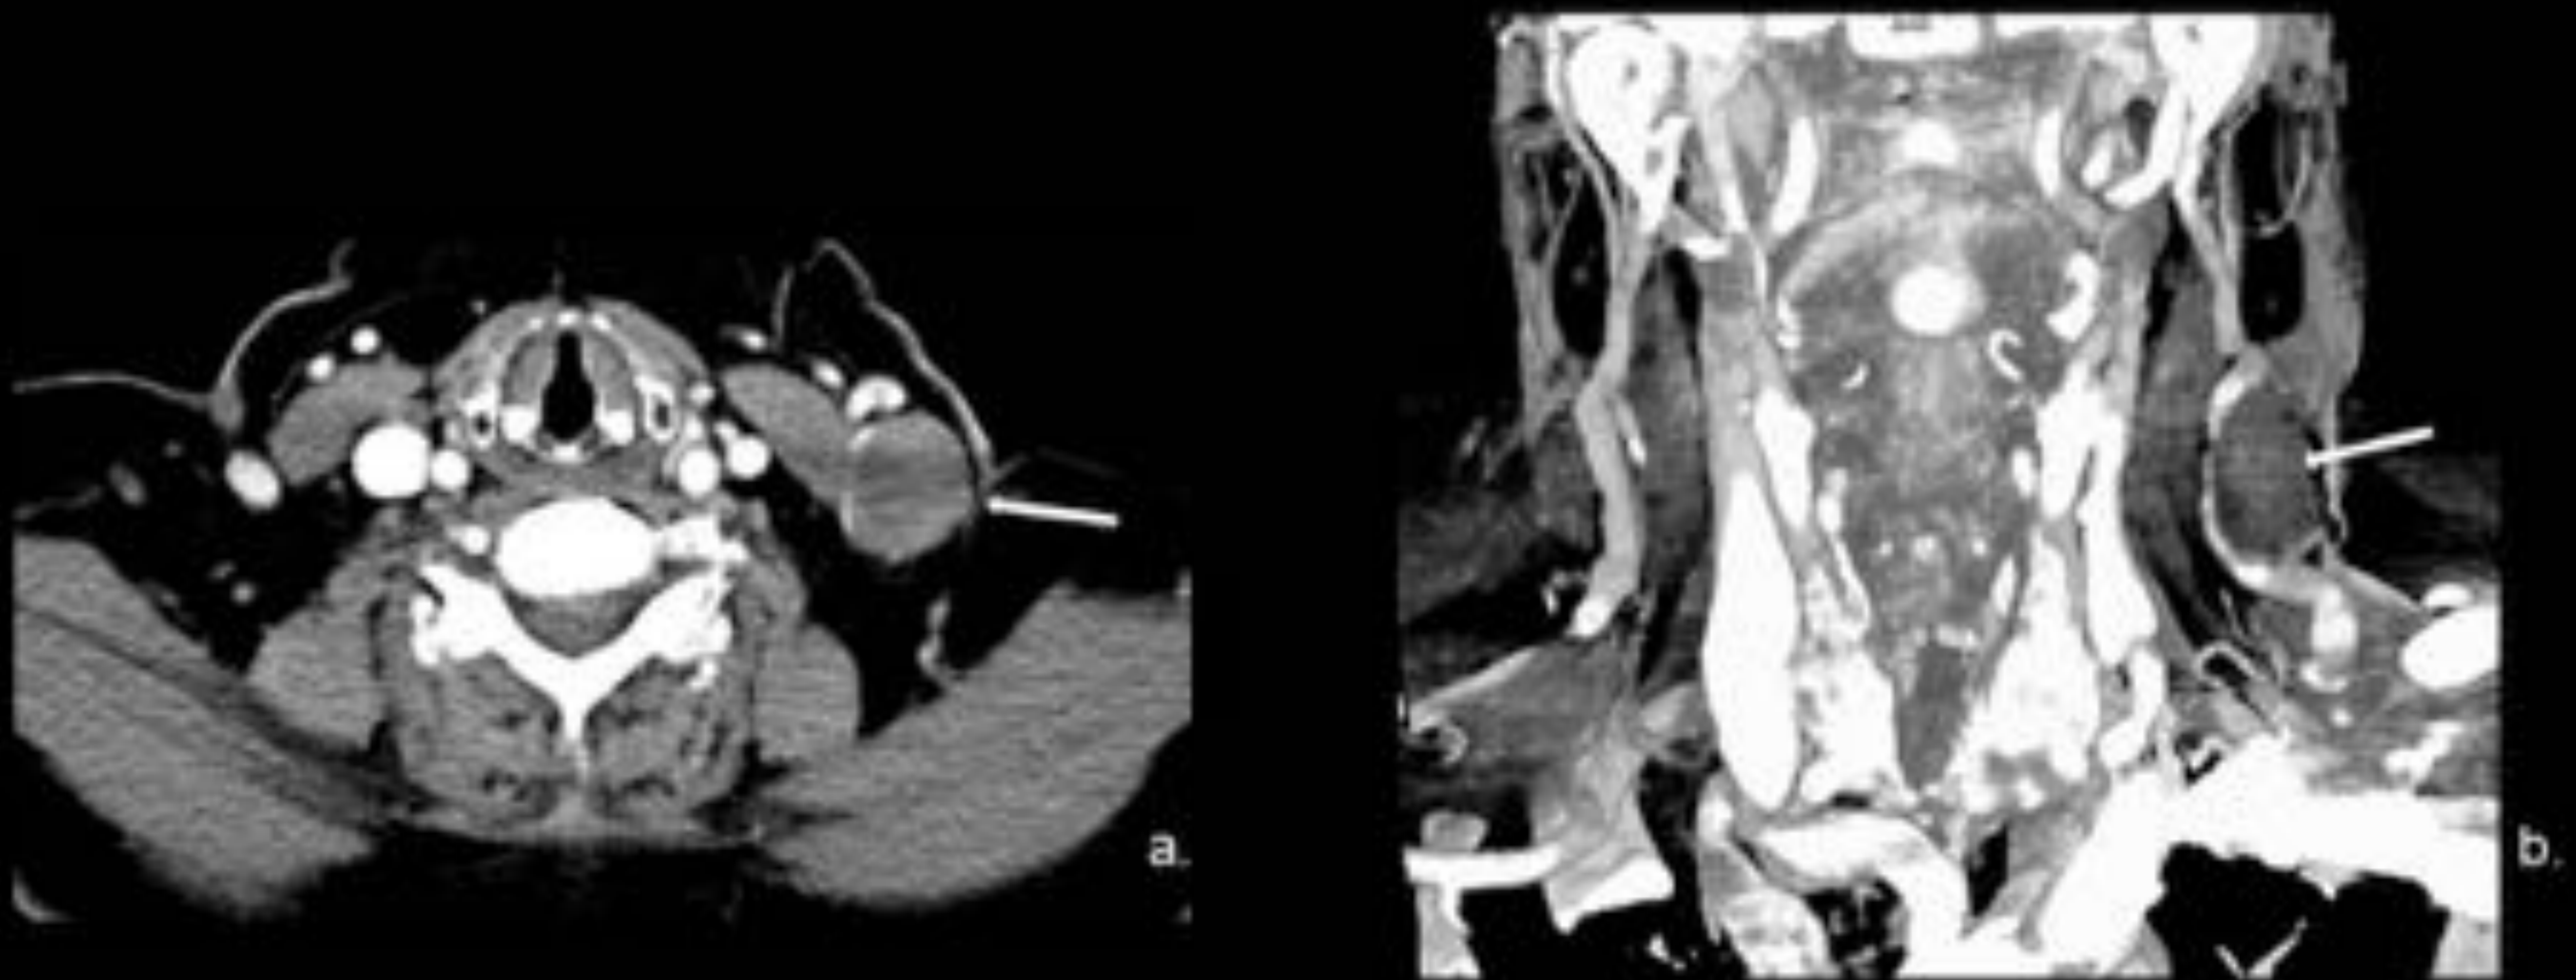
TC de cuello con CIV (a.) Corte axial. (b.) Corte coronal reconstrucción MIP: Se observa trombosis de dilatación focal/ aneurisma/ Flebectasia dependiente del tercio medio de la vena yugular externa izquierda (flechas blancas).
